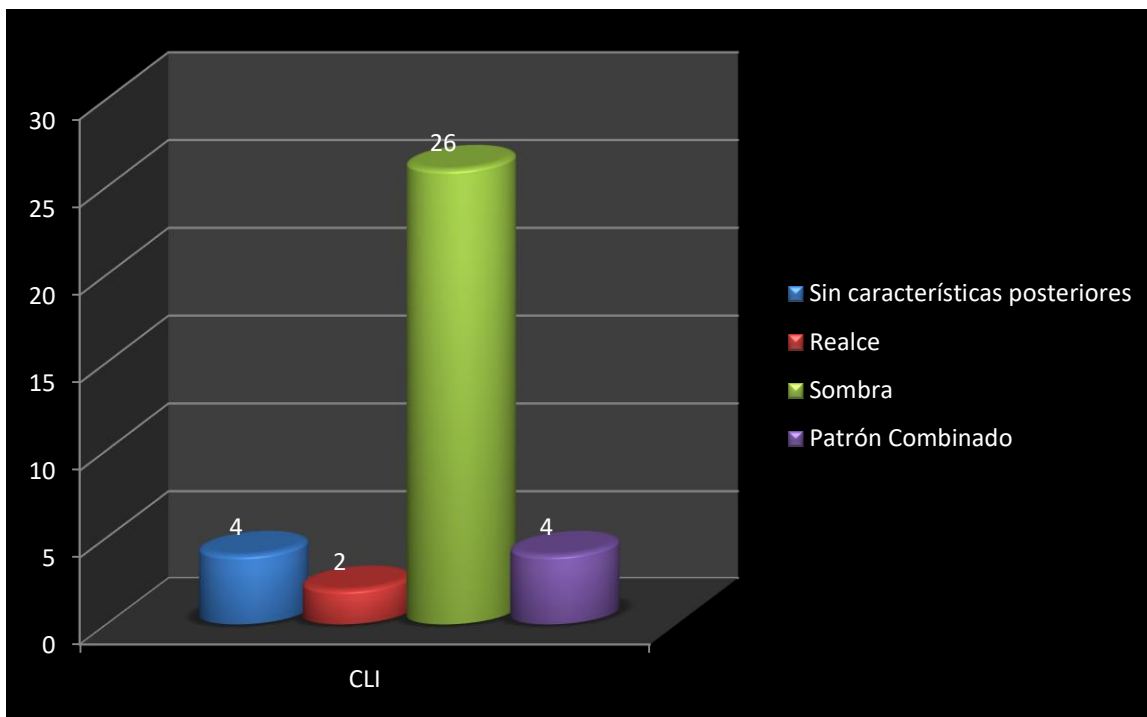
Frecuencia de hallazgos posteriores en ultrasonido en el carcinoma lobulillar invasor.
